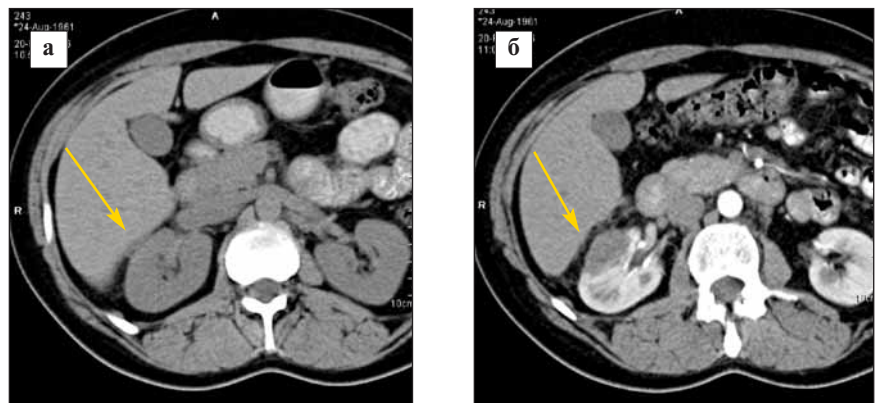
МСКТ той же больной через 1 мес после РЧА.
